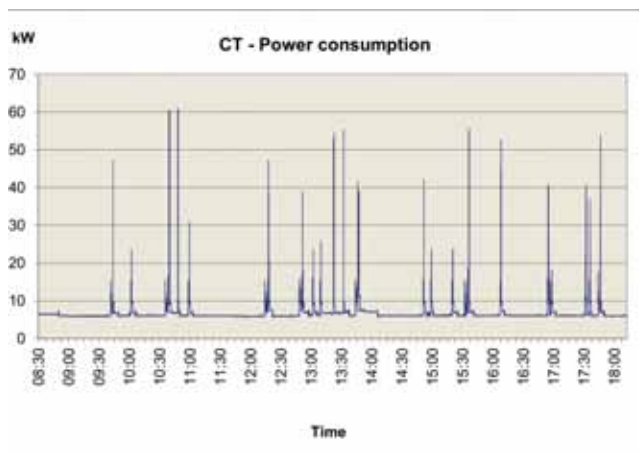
a-d : Présentation de la puissance électrique comme fonction temporelle pour a) Scanner CT, b) Angiographie, c) Courbe MRI pendant la journée, d) Courbe MRI sur 24 heures
